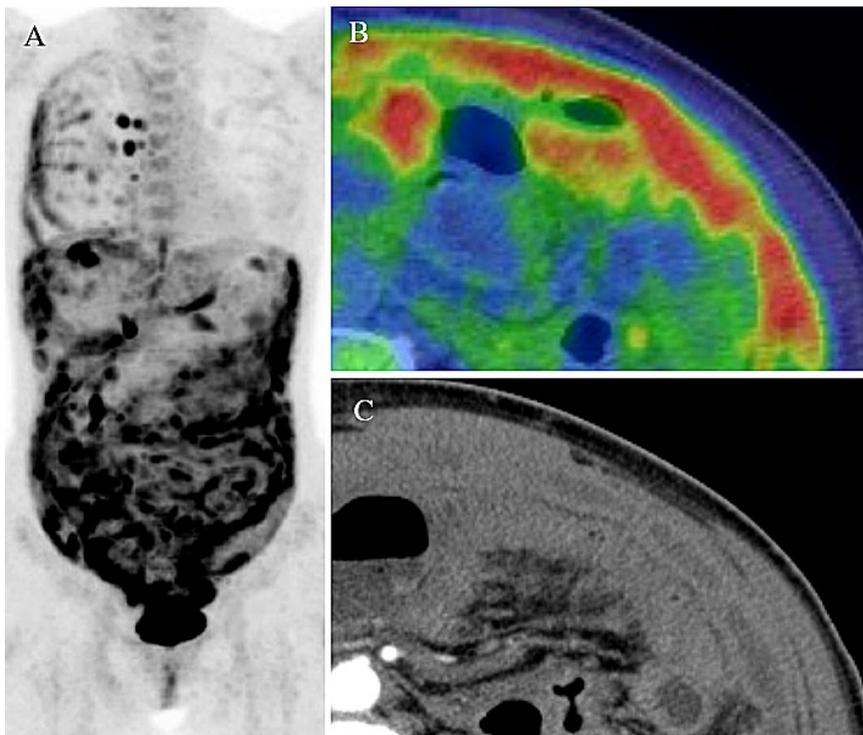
FDG-PET/CT scan showed extensive accumulation consistent with right pleura, thoracic lymph nodes and peritoneum (A). Contrast-enhanced CT showed strong accumulation consistent with peritoneal thickening (B, C).
